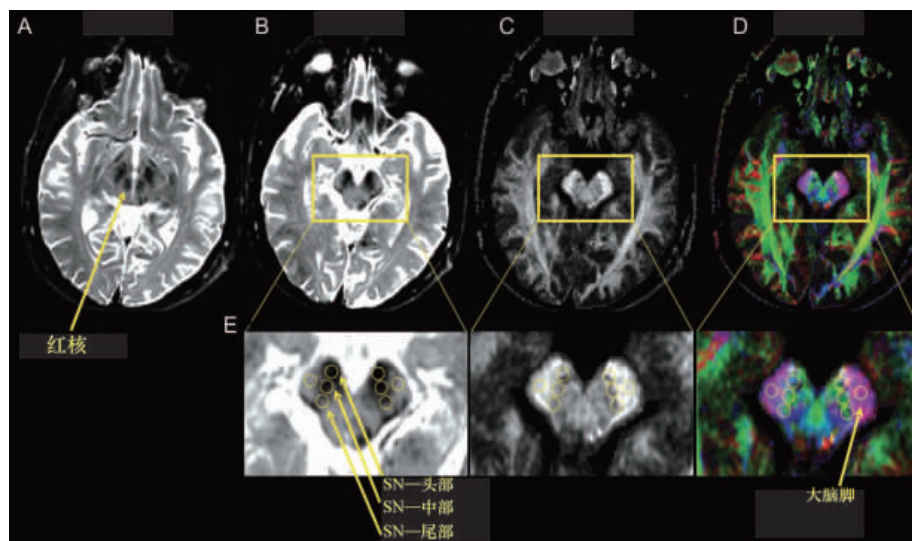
利用3T MRI获得DTI相关参数(A为确定红核和黑质原图,B为原图中的3个感兴趣区,C为FA图,D为同层面彩色图,E为相关放大图)
